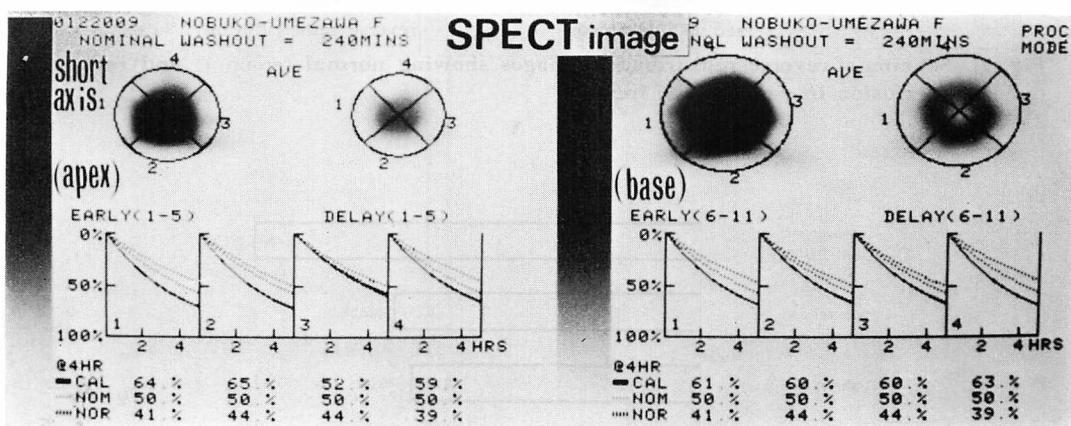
A representative example of the short-axis SPECT images at the level of the apex and the base.
